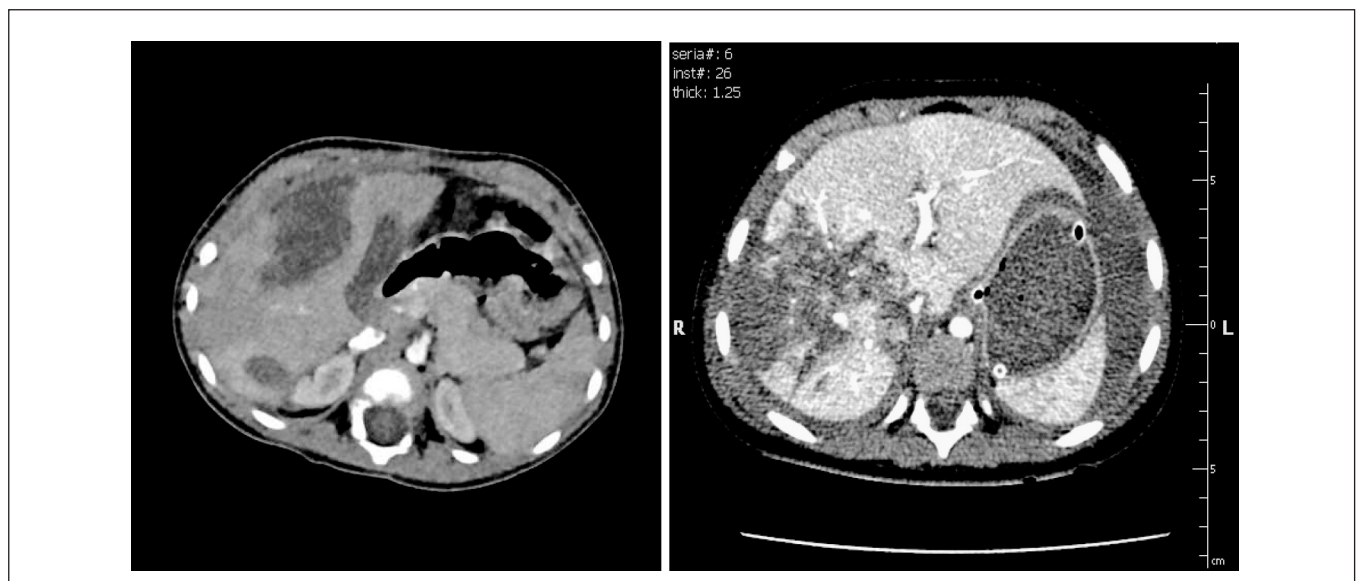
Computer tomography of V grade liver injury according to AAST.
